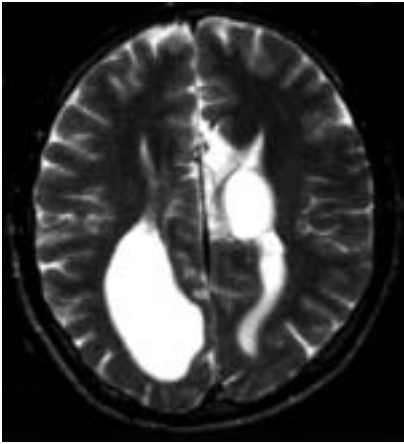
Агенезия мозолистого тела у обследованного пациента. МРТ в режиме T2 в аксиальной плоскости. Широко расставлены передние рога и тела боковых желудочков, тела боковых желудочков резко деформированы, задние рога расширены.
